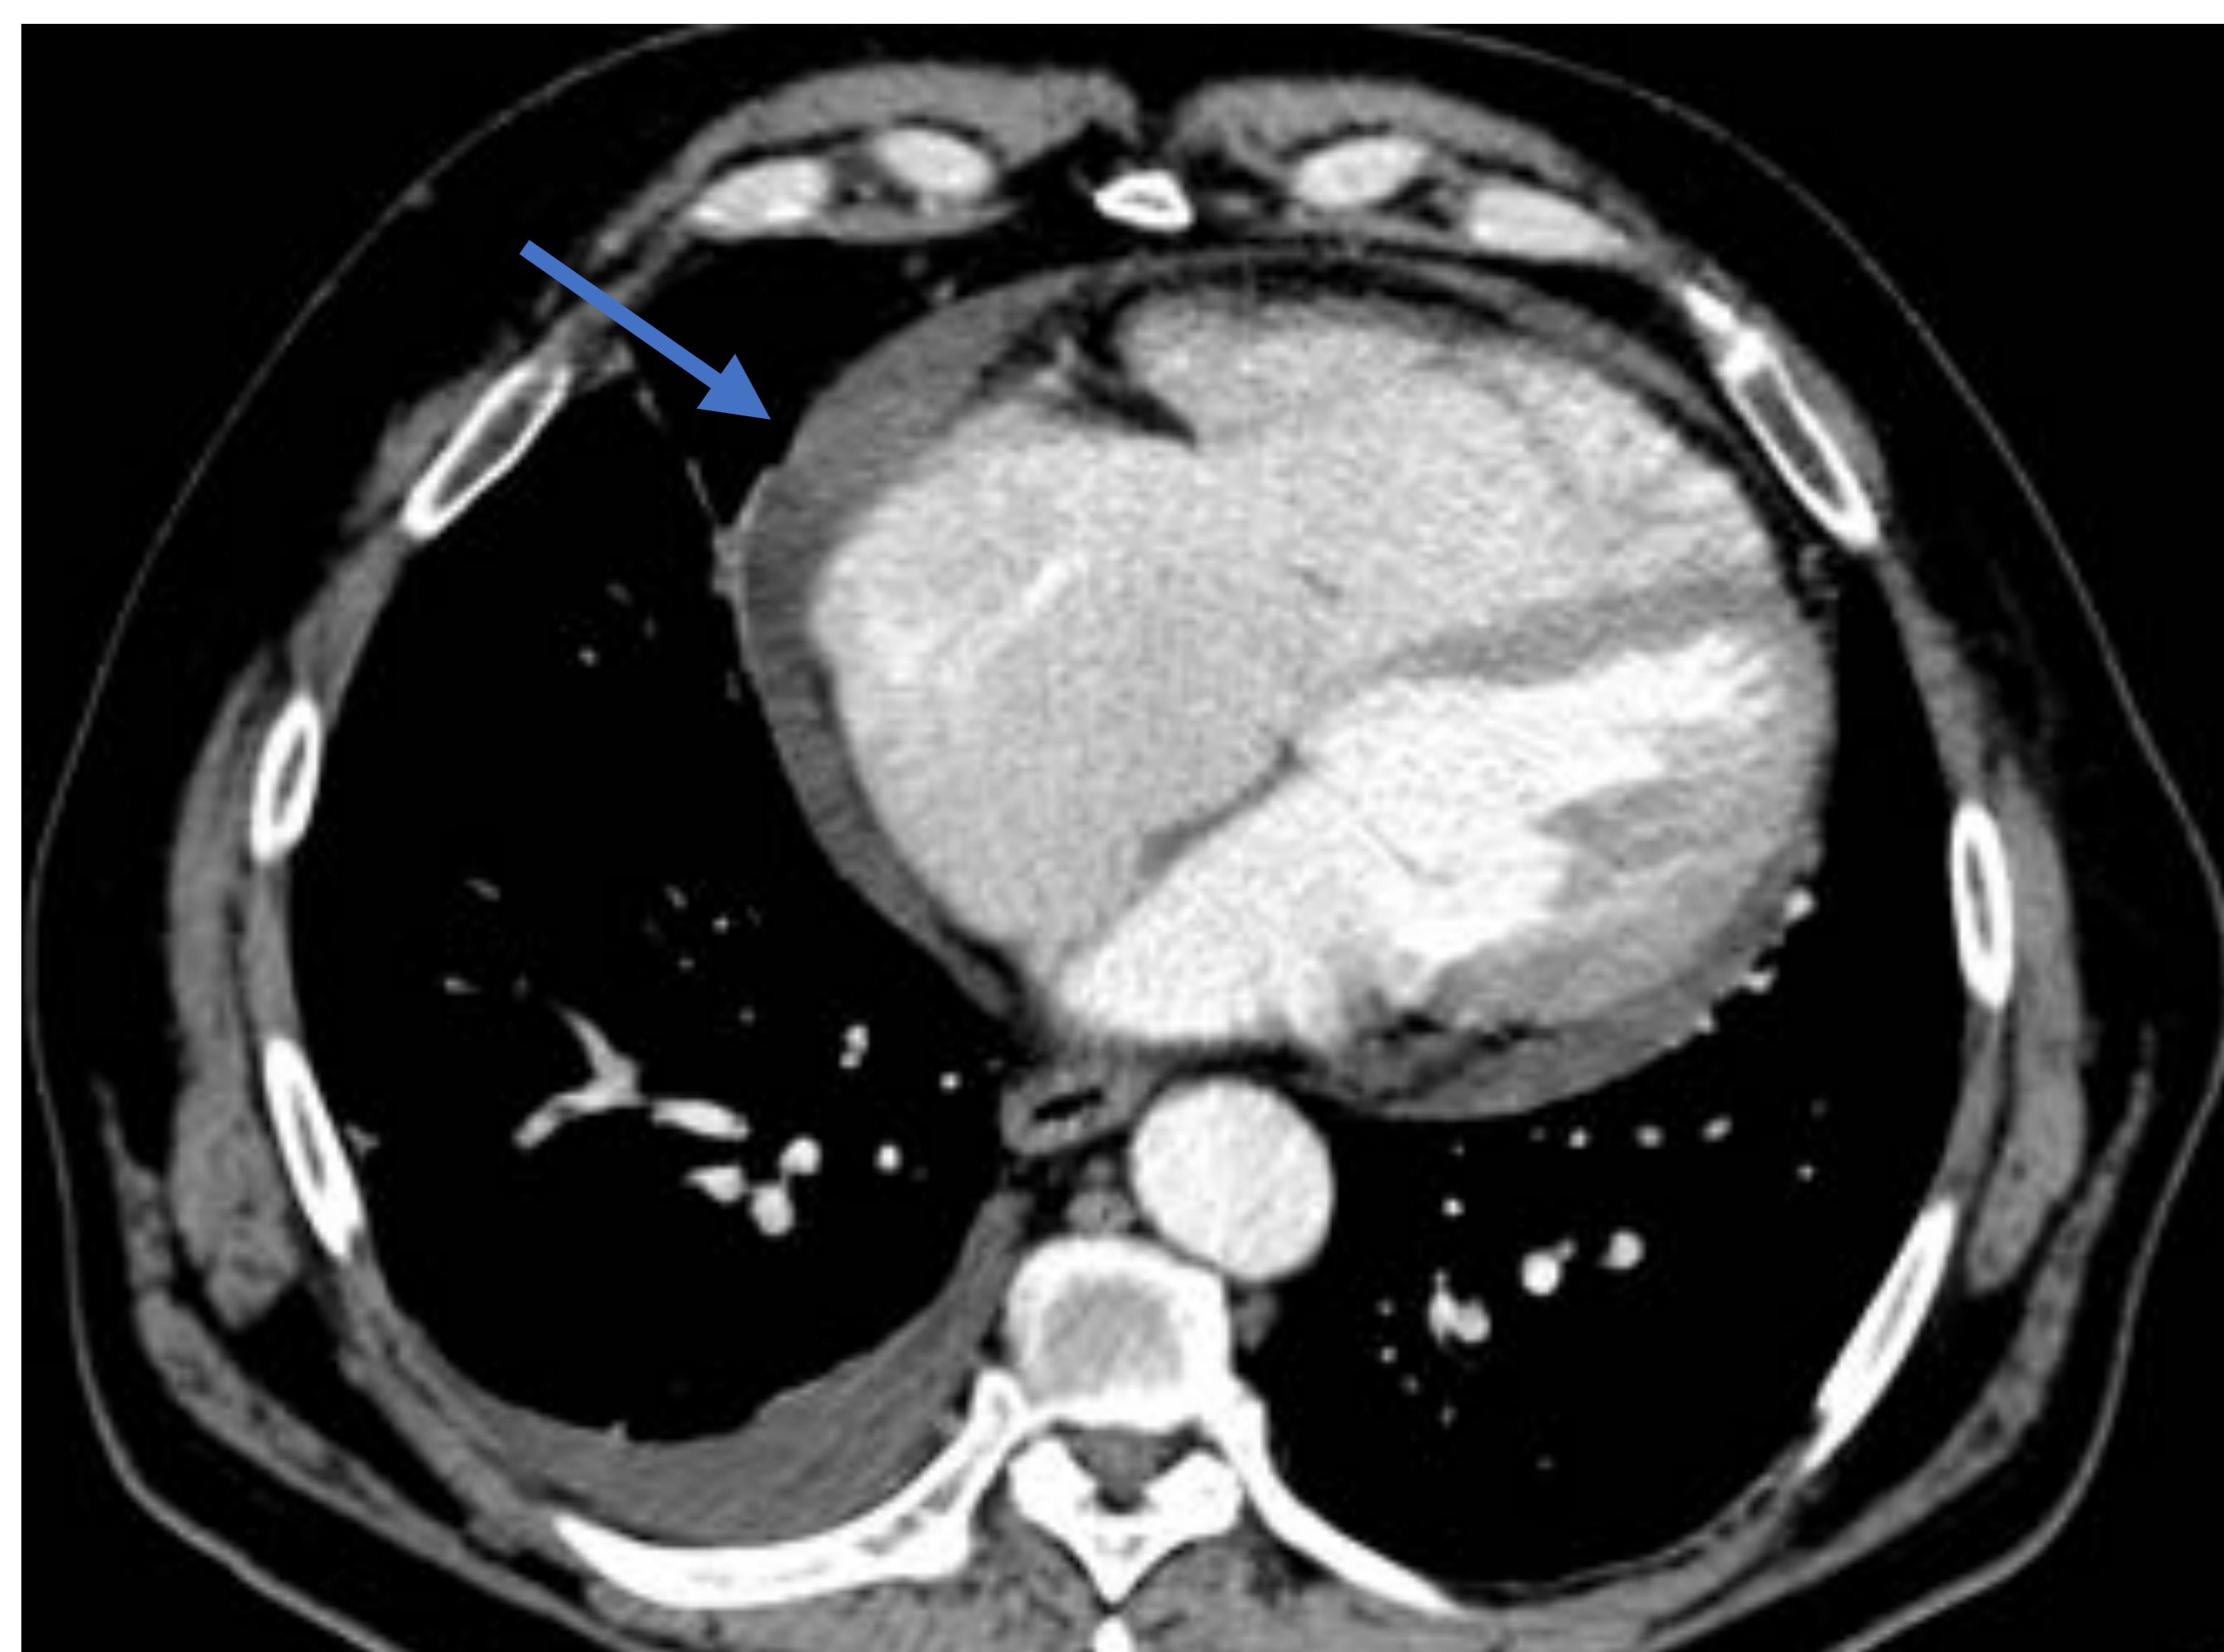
Tomografía computarizada con ventana de partes blandas: Alteraciones de las cavidades cardíacas derechas en un paciente con hipertensión pulmonar: Dilatación del ventrículo derecho (VD), con relación ventrículo derecho/ventrículo izquierdo (VI) mayor de 1 (en este caso VD/VI = 2). Desviación a la izquierda del tabique interventricular. Engrosamiento de la pared libre del ventrículo derecho. Dilatación de la aurícula derecha.
